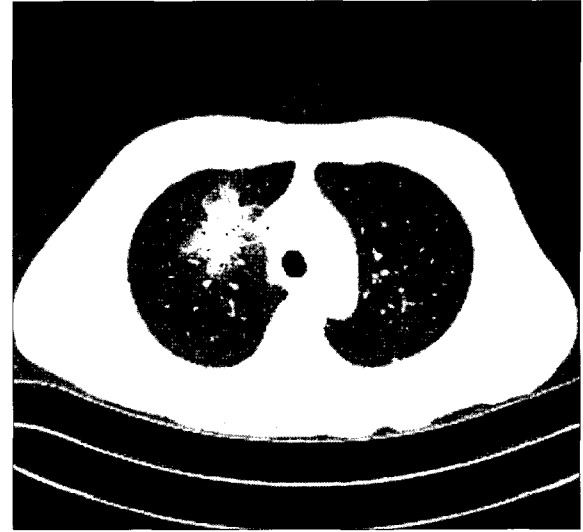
Computed tomographic scan showing a halo sign in the right upper lobe. The halo sign is described as a mass-like infiltrate with a surrounding halo of ground-glass attenuation.
